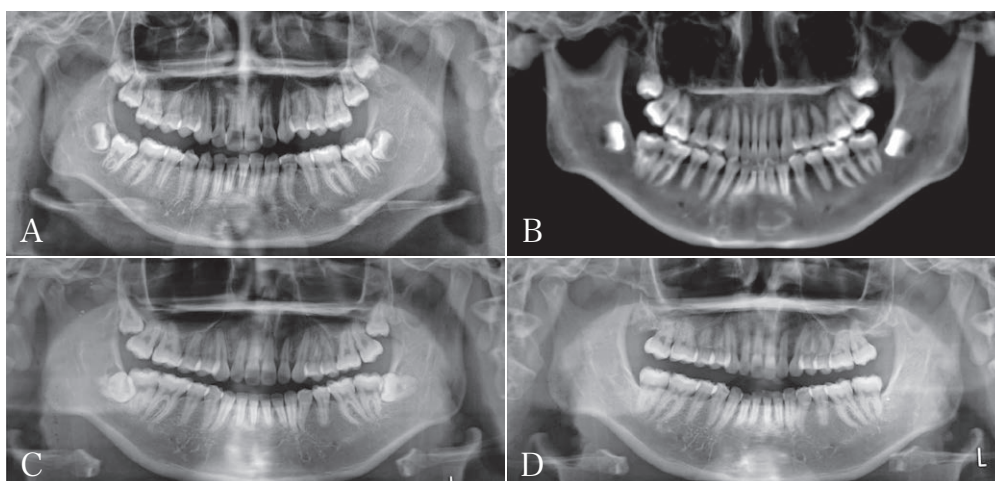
Panoramic radiographs (A, C, D) and reconstructed image from cone-beam CT data (B)
